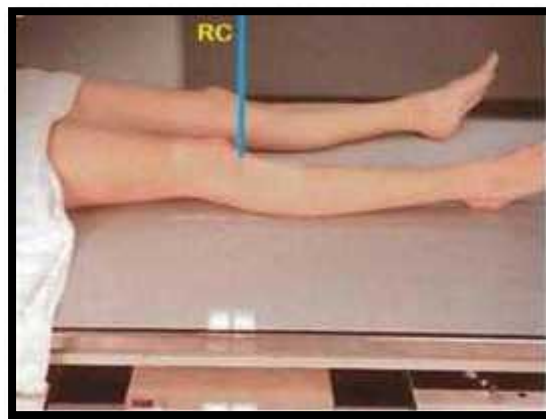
Técnica para la toma de la radiografía de rodillas.
